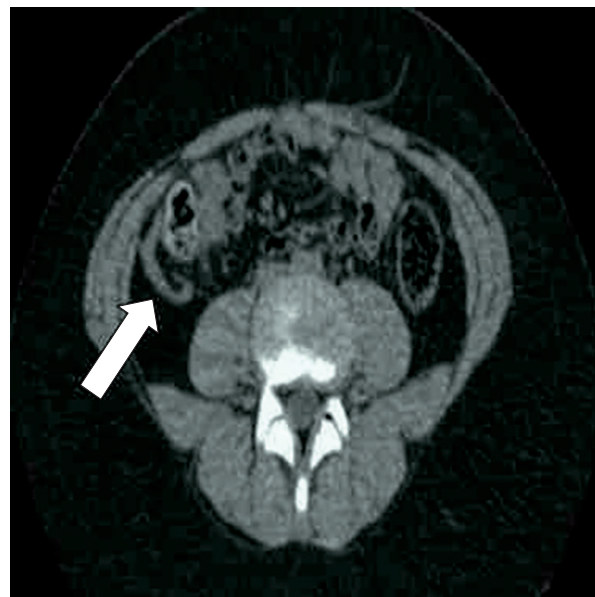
Tomografía computarizada con vista axial del abdomen. La flecha señala el apéndice cecal normal. Fuente: el autor.
